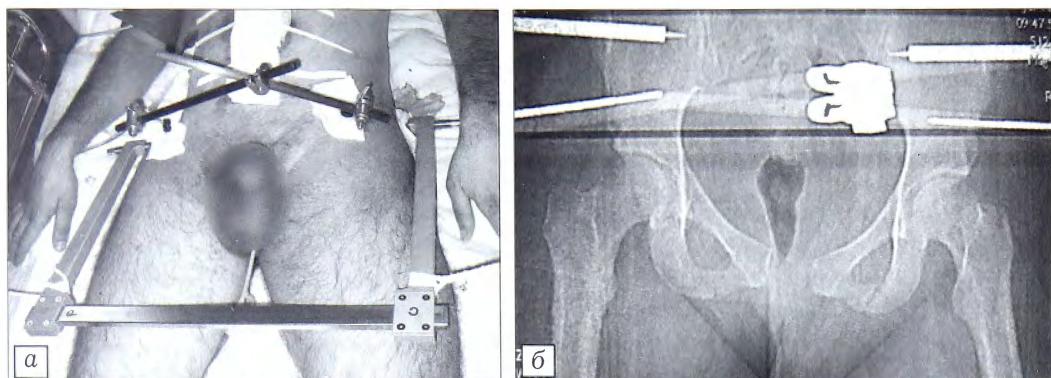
Внешний вид (а) и рентгенограмма (б) больного с сочетанной травмой брюшной полости и таза. До лапаротомии были наложены С-рама и АНФ (передненижний вариант).
